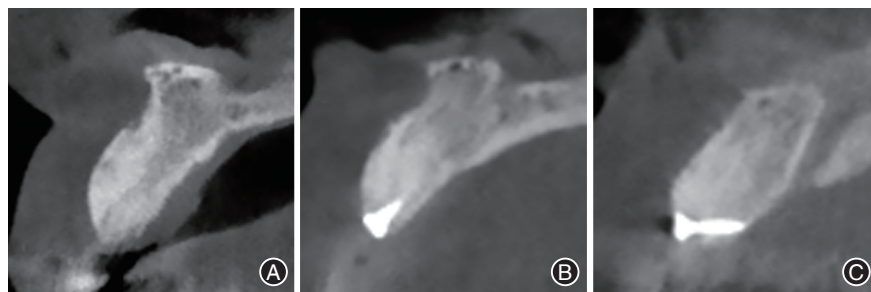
对上前牙缺失位点进行水平向骨增量后6个月CT矢状面截 A:常规GBR术;B:帐篷技术植骨(帐篷钉头部位于牙槽嵴顶);C:帐篷技术植骨(帐篷钉头部位于牙槽嵴唇侧外形轮廓的高点)
